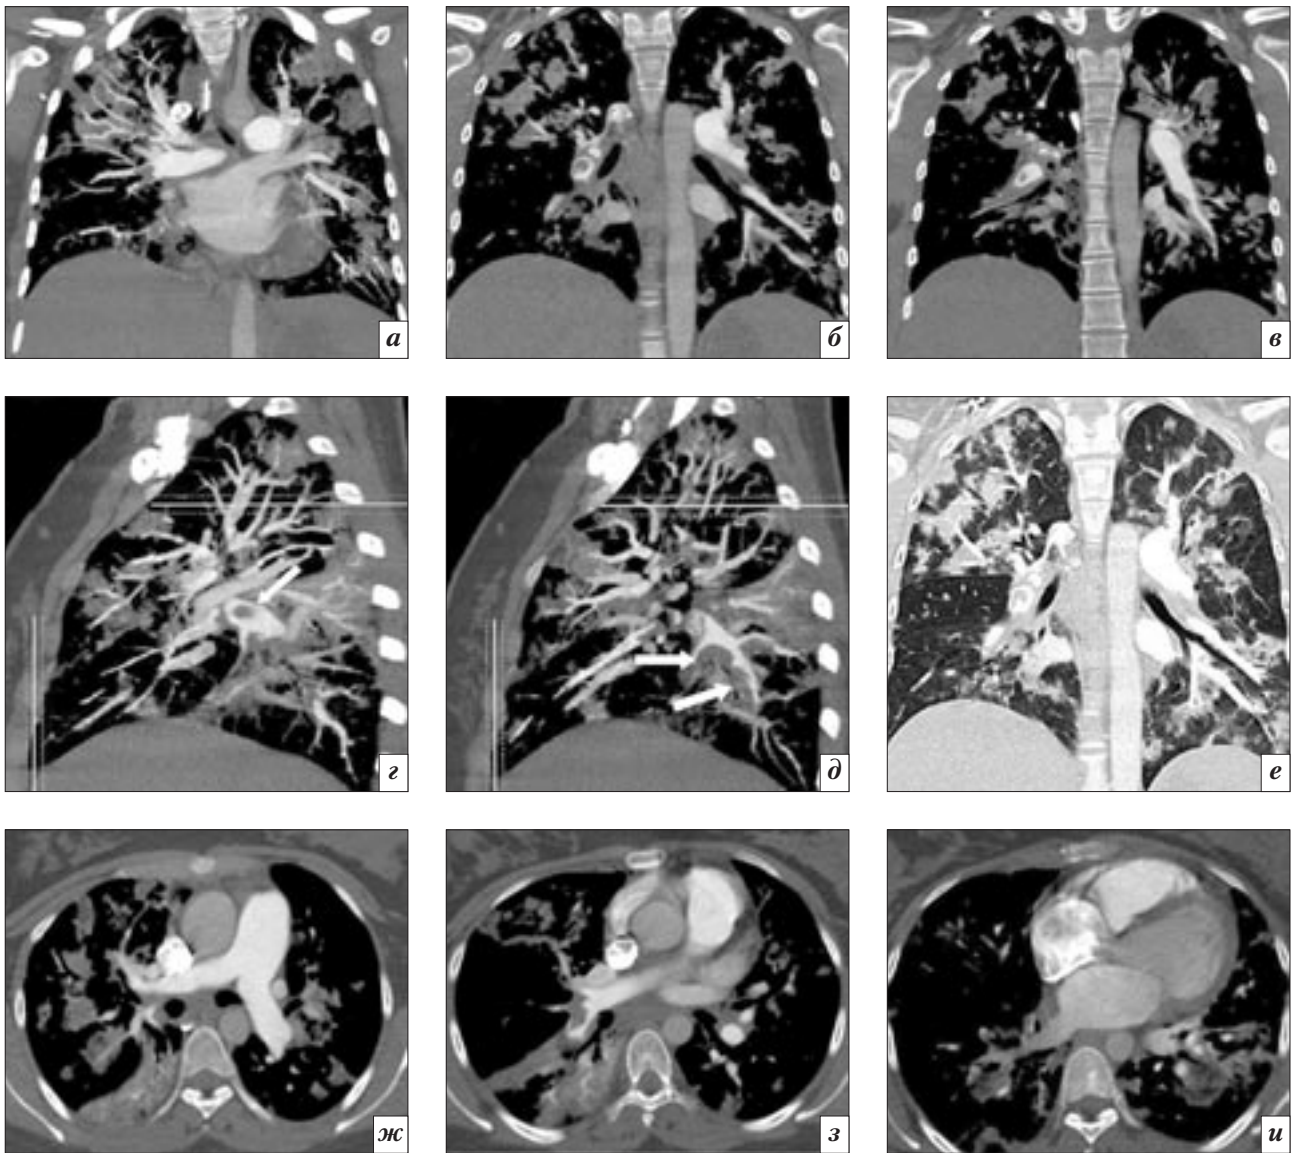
МСКТ-ангиопульмонография пациентки К:
